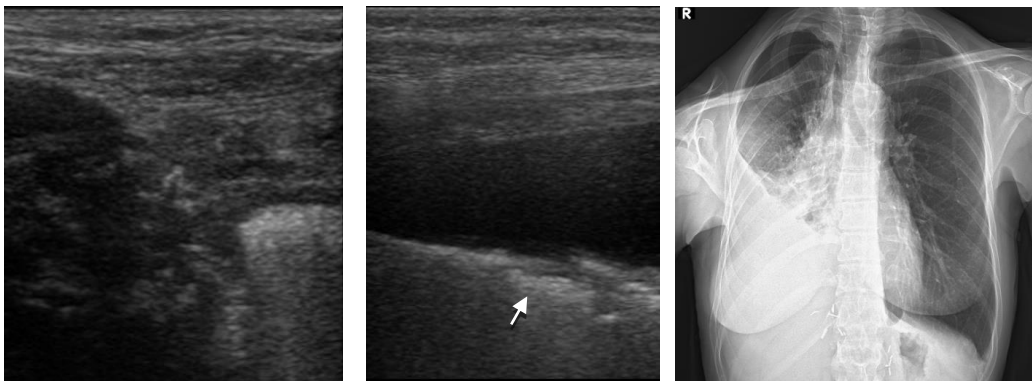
B.A. Hem USG'de (sol), hem akciğer grafisinde (sağ) lokalize plevral kalınlaşmanın görüldüğü başka bir olgu örneği.
